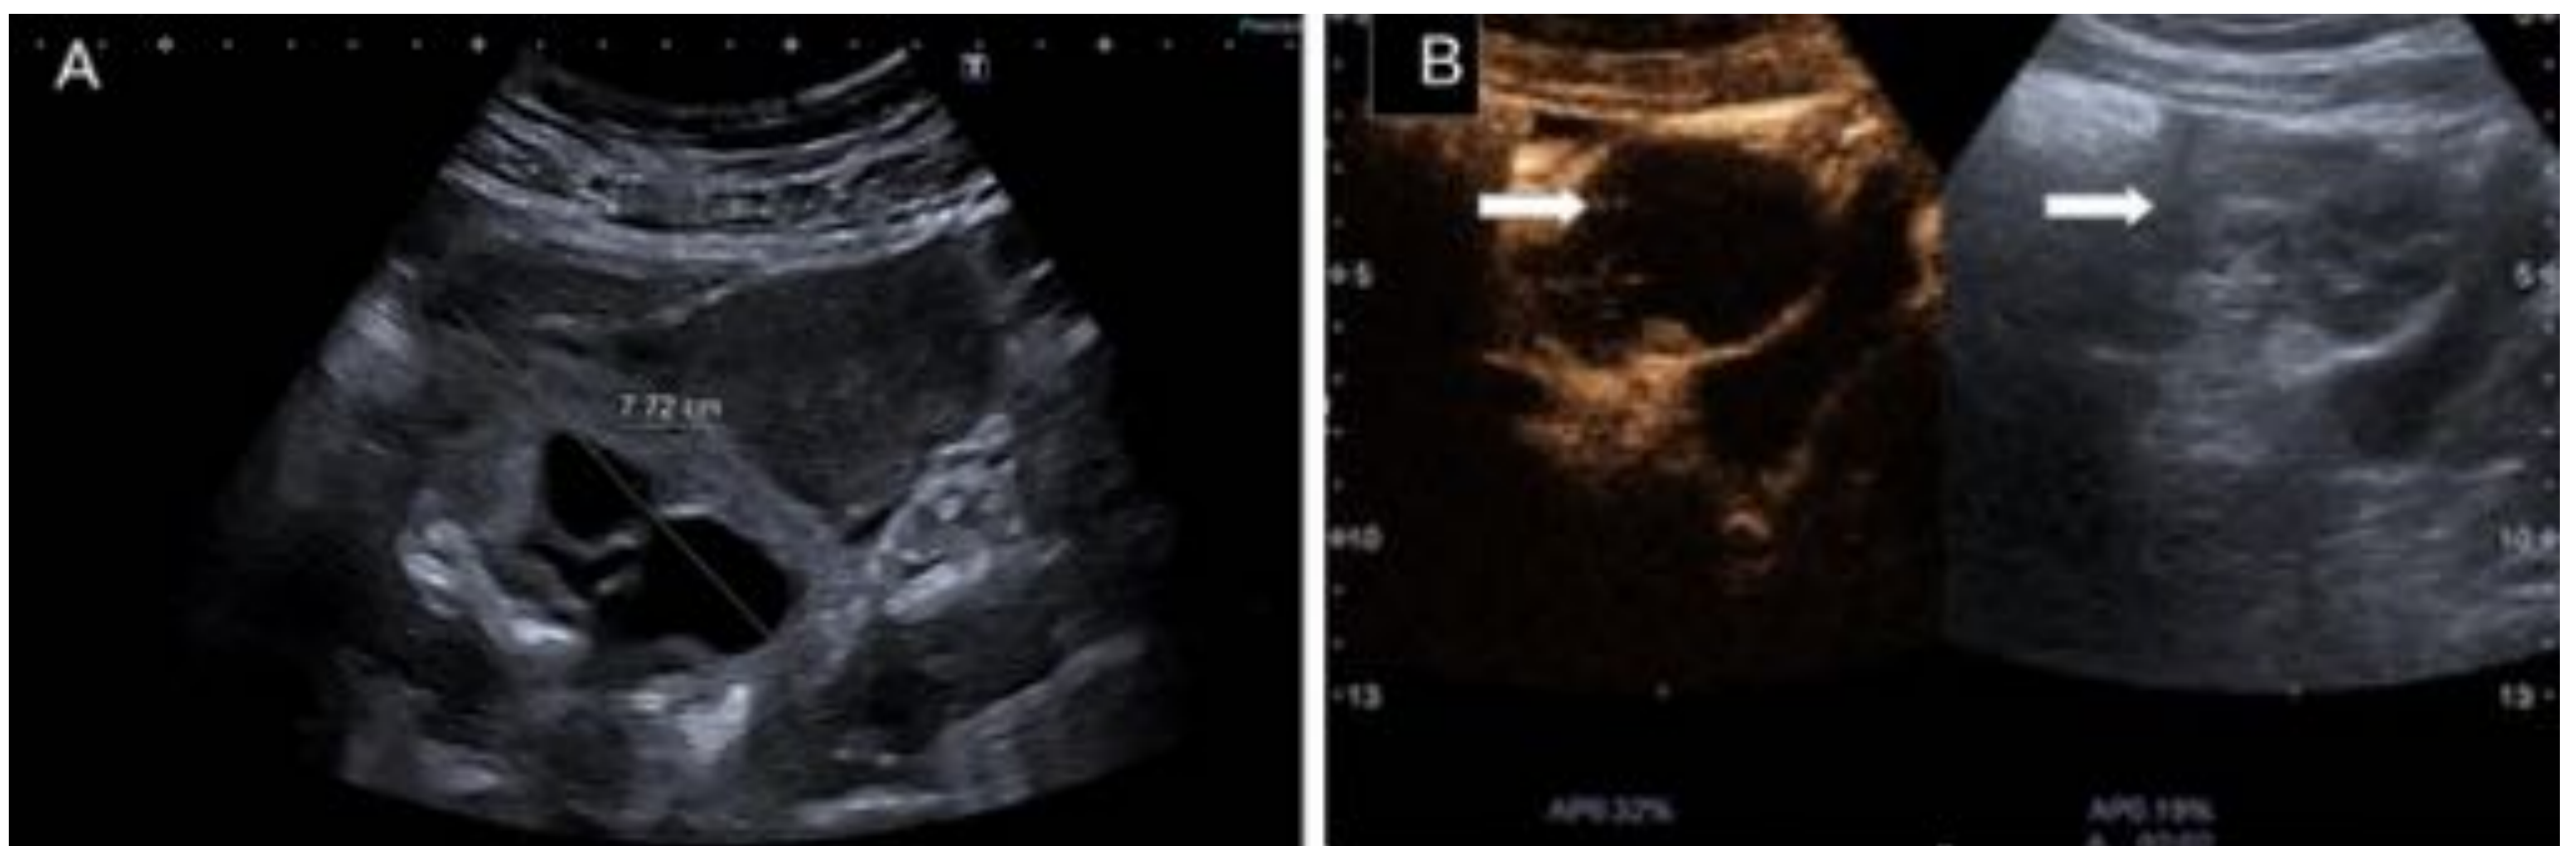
Mujer de 21 años que acude a urgencias de ginecología por dolor abdominal intenso a nivel de hipogastrio y FID. Antecedente de torsión de ovario detorsionada hace 3 años . A) Ecografía en modo B: pseudomasa de 46 mm en topografía anexial derecha, heterogénea y con imágenes quísticas en su interior. B) Ecografía con contraste a los 2 minutos: hipocaptación de la masa anexial derecha sugestiva de torsión. En la cirugía se objetivó anexo derecho torsionado con 1 vuelta, trompa derecha equimótica y signos de trombosis superficial ovárica. Se realizó detorsión con recuperación parcial, salpinguectomía derecha y ooforectomía parcial.
